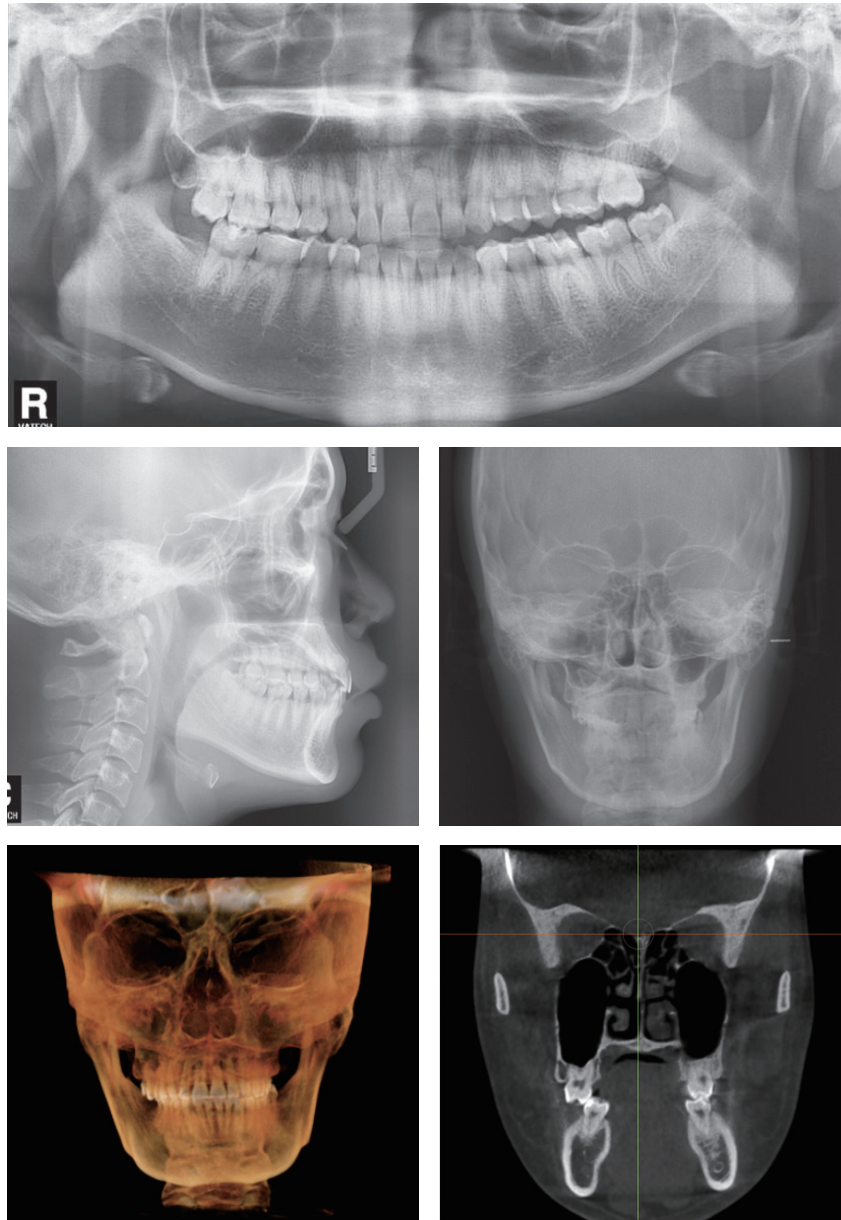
Radiographic examination before treatment.
